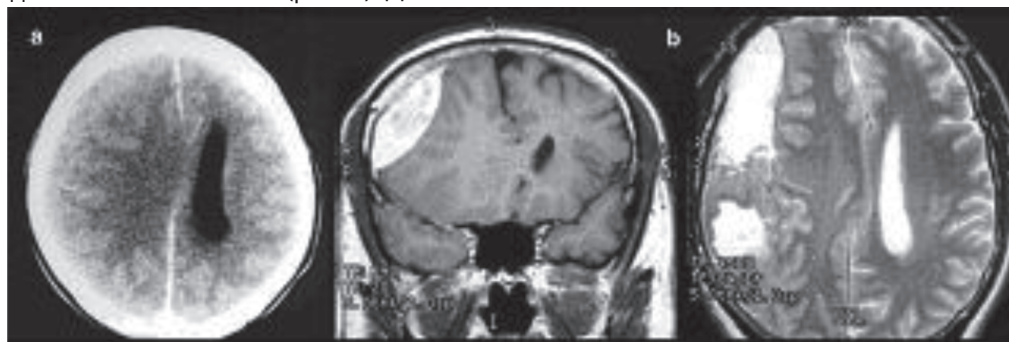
Изоденсивная ХСГ: а – компьютерная томография; б – МРТ в режимах T1, T2 (фронтальный и аксиальный срезы)
